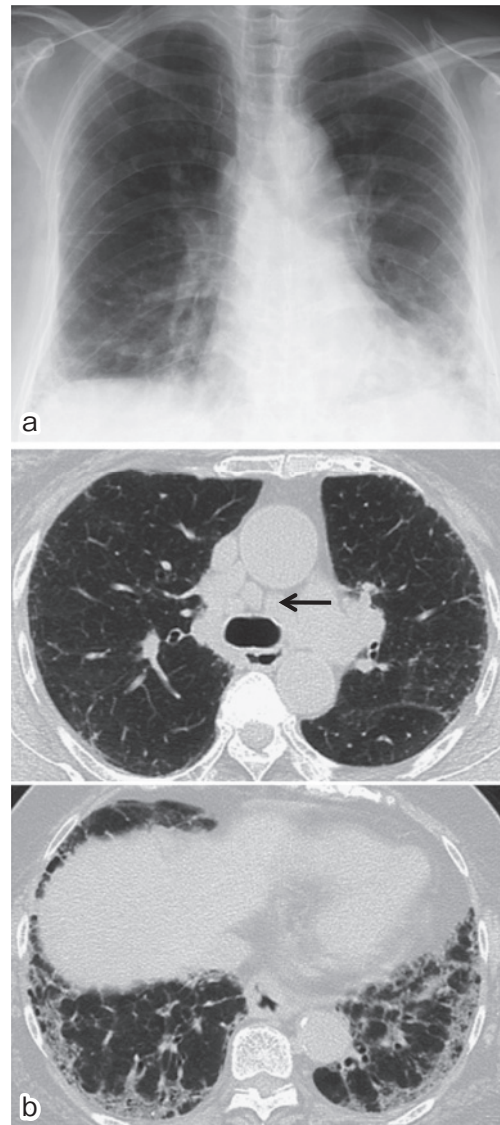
(a) A chest radiograph and (b) chest CT scan show traction bronchiectasis, ground-glass opacities, interlobular septal thickening and reticular shadows in both lower lung fields with mediastinal lymph node enlargement (→).
